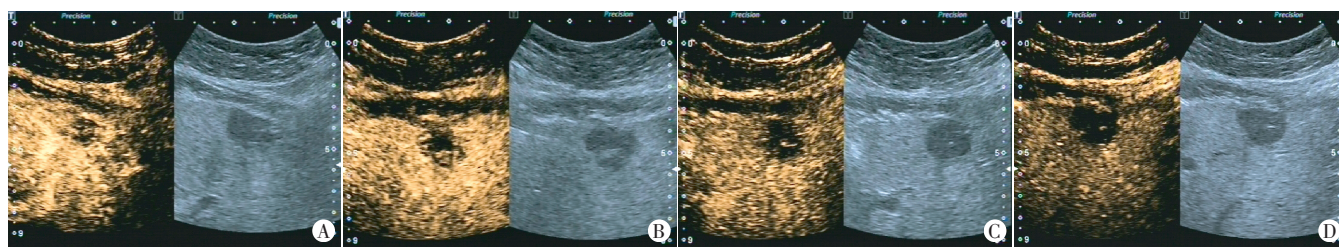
病灶及周围肝实质超声造影图 (A-D 分别为注射造影剂后 22 s、51 s、103 s、343 s)
